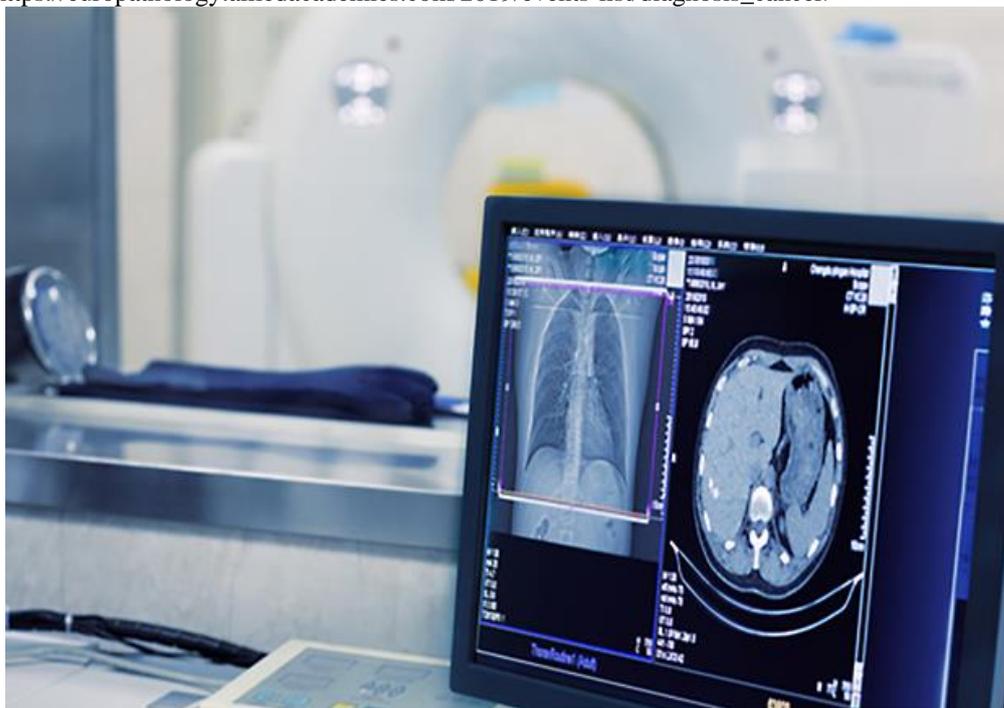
Visualização de tomografia na sala de exame. Fonte: <<https://www.theinquirer.net/w-images/24a64b98-1306-4a14-950e-efe62f7669bc/1/CTscan-580x358.jpg>>
